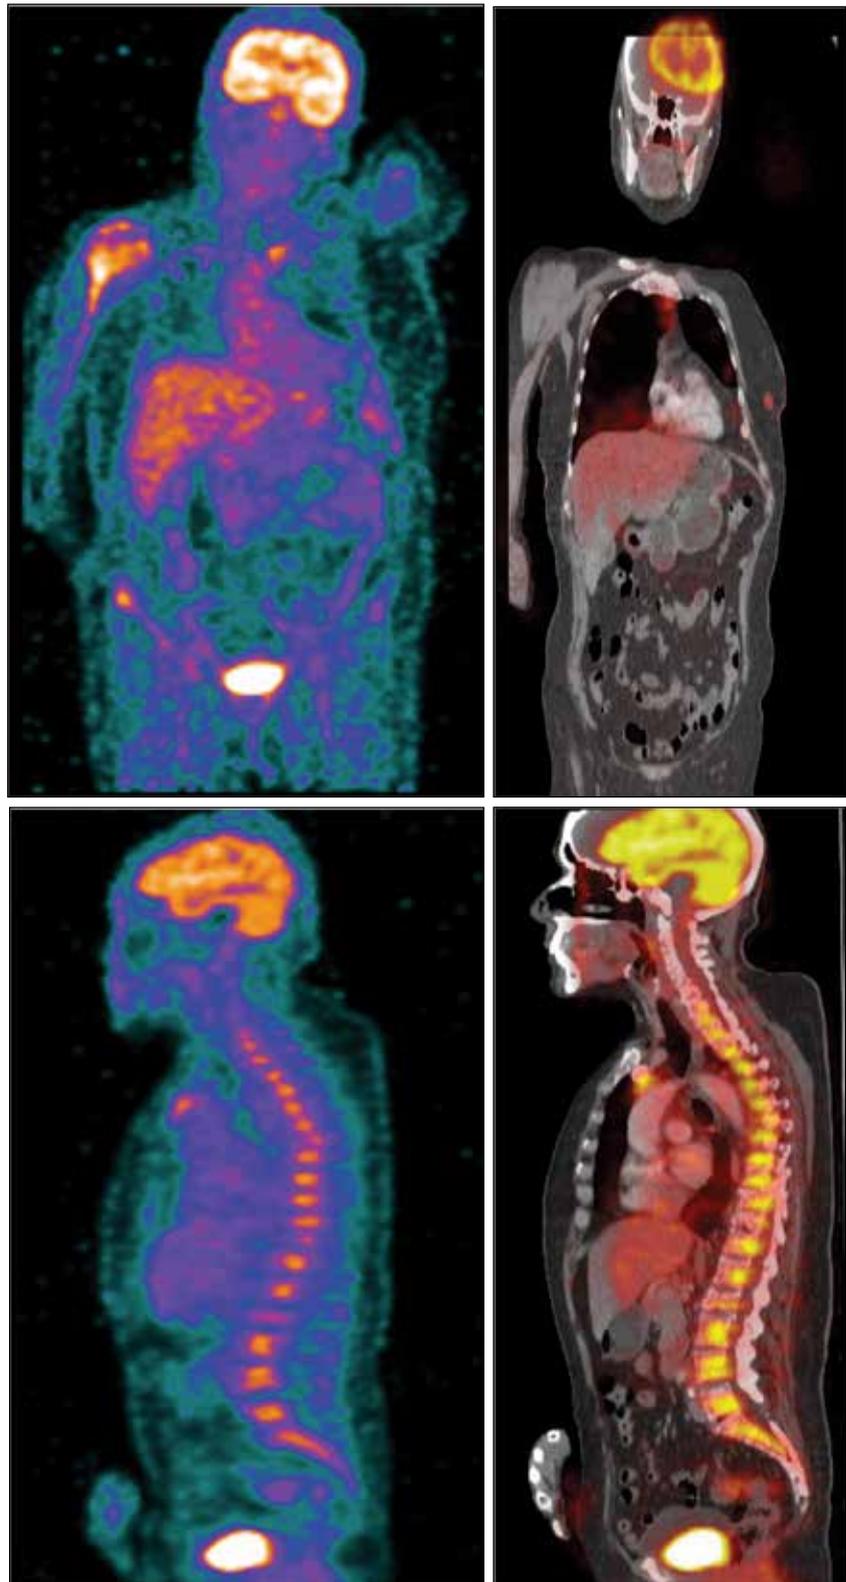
Tomografía por emisión de positrones (PET/CT).
